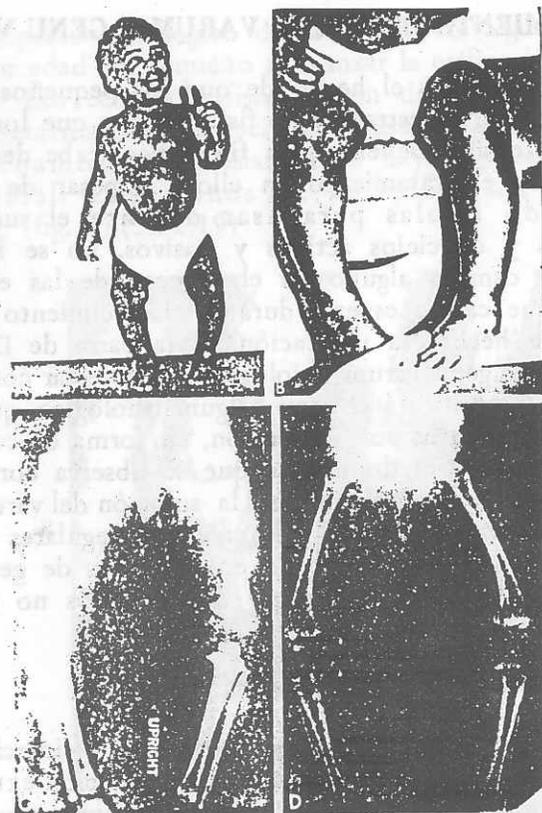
A. "variación extrema" de un varoncito de 15 meses de edad que caminó a los 10 meses de edad. B. existe torsión tibial interna, lo cual intensifica el aspecto de las piernas arqueadas. C. radiografía del pequeño de pie. Los hallazgos son similares a los de la figura 6, B, pero hay mayor prominencia metafisaria, angulación interna de las epifisis y varus más intenso. El ángulo tibiofemorales mide 25°. D. radiografía tomada con el niño de pie, a los 21 meses de edad. El ángulo tibiofemorales mide 32° de varus. En circunstancias normales el varus fisiológico debía haberse corregido espontáneamente por esa fecha. Este grado de deformidad representa la "variación extrema" del varus fisiológico, y hay pocas posibilidades de que mejore espontáneamente y puede representar una alteración precursora de la verdadera enfermedad de Blount. El grado extremo de varus en esta edad y el pronóstico insatisfactorio en niños de raza negra, obligan a usar adiantamientos ortopédicos en estos pequeños. El aspecto clínico en esta edad del varus fisiológico extremo, en esta edad, no puede diferenciarse de la etapa incipiente de la enfermedad de Blount. (19)
